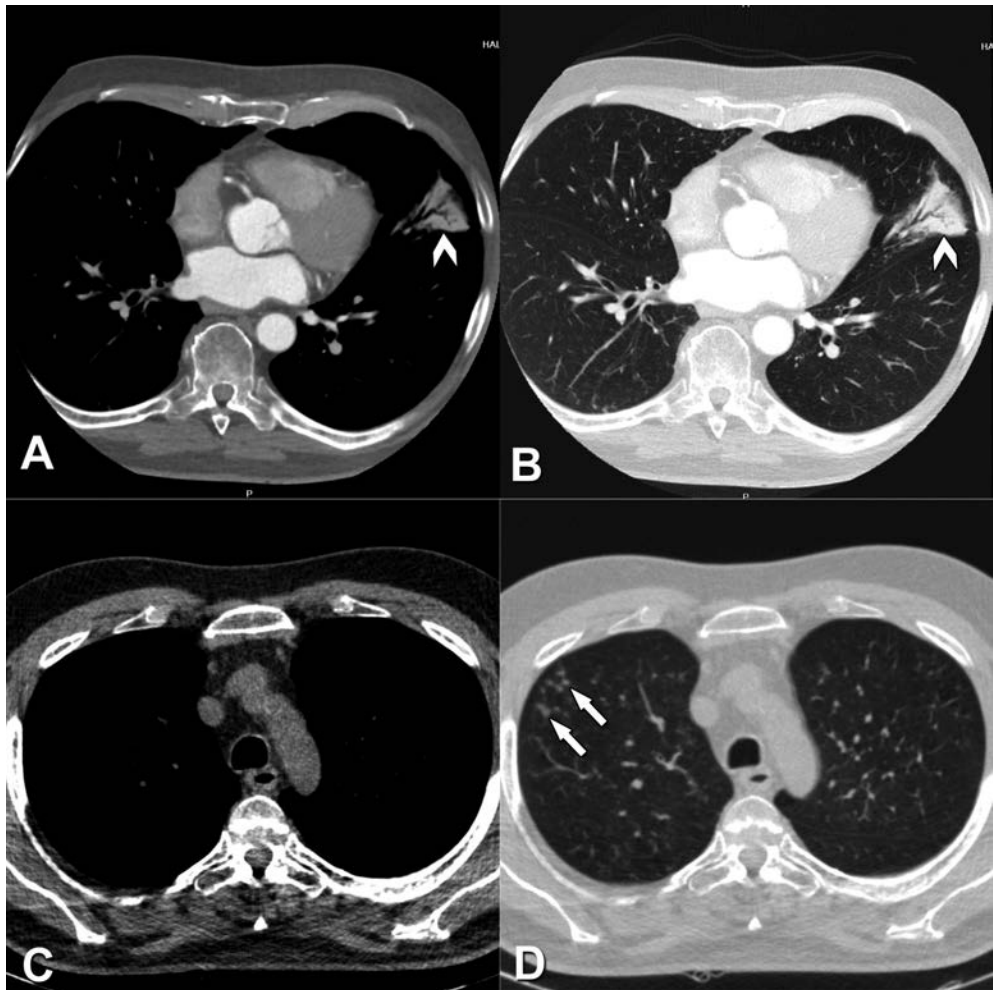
Pneumonie im linken Oberlappen eines 65-jährigen Patienten mit chronisch lymphatischer B-Zell-Leukämie und Zustand nach allogener Knochenmarkstransplantation. (A und B): Die thorakale CT 15 Monate nach allogener Knochenmarkstransplantation zeigt eine *Graft-versus-Host*-Erkrankung (Gvhd) mit Blütenbaum-Zeichen (*tree-in-bud*) in den axialen Schichten. (C–D): 4 Monate später entwickelte der Patient Husten mit Auswurf. Aufgrund von progredienter Dyspnoe und Thoraxschmerzen erfolgte im Mai 2012 eine kardiale CT. Hierbei zeigten sich keine signifikanten Stenosen der Koronararterien, jedoch stellte sich nebenbefundlich eine Pneumonie im linken Oberlappen dar (Pfeilspitze). Darstellung der Befunde in axialer Schichtung mit maximalem Bildausschnitt mit Weichteil- (A und C) und Lungenfensterung (B und D). Mit freundlicher Genehmigung des Springerverlags aus Kapitel 24 von *Cardiac CT* (2. Ausgabe, Herausgeber: M. DEWEY).
